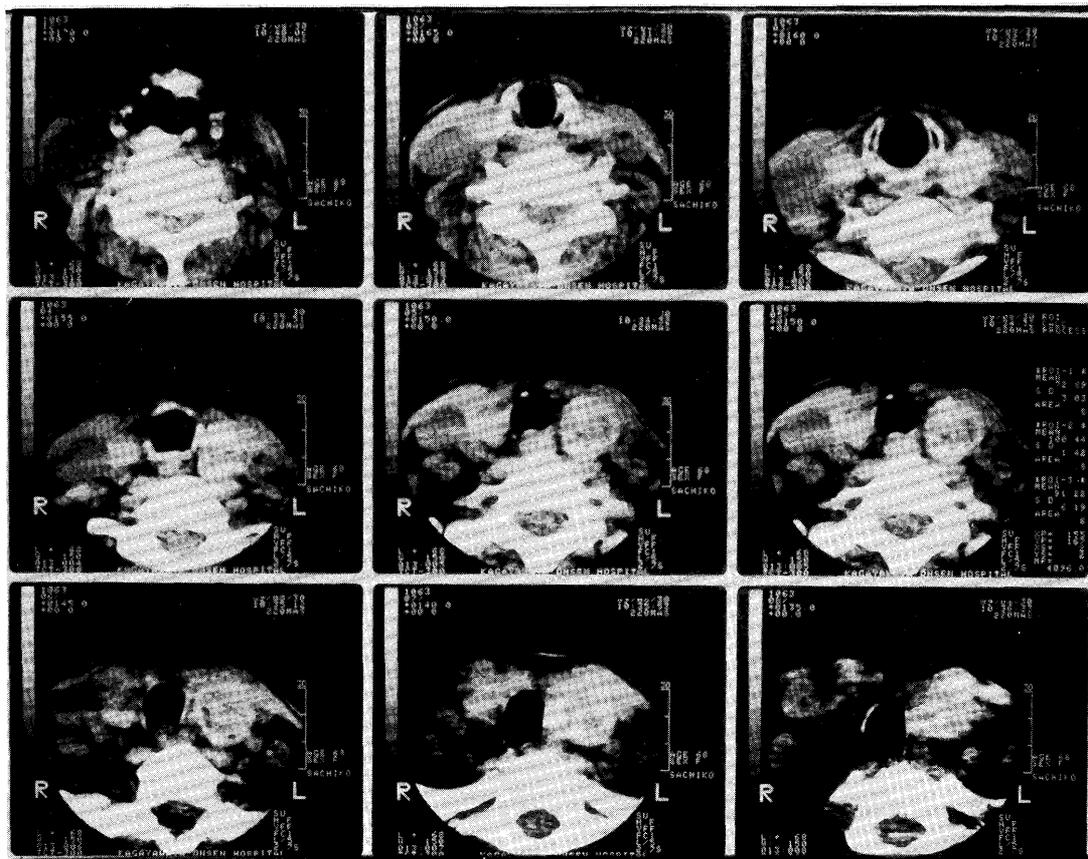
CT scan shows a high density nodule of left lobe with a central low density area.
